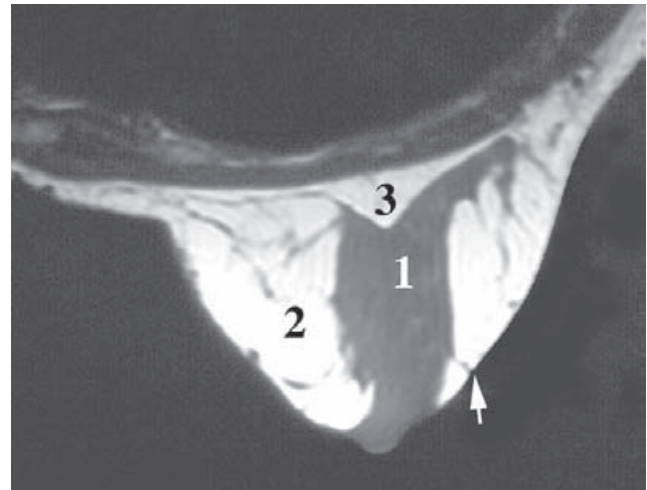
RM axial de la mama. 1) Glándula mamaria. 2) Grasa mamaria. 3) Tejido adiposo retromamario. Ligamentos suspensorios de la mama (flecha).
